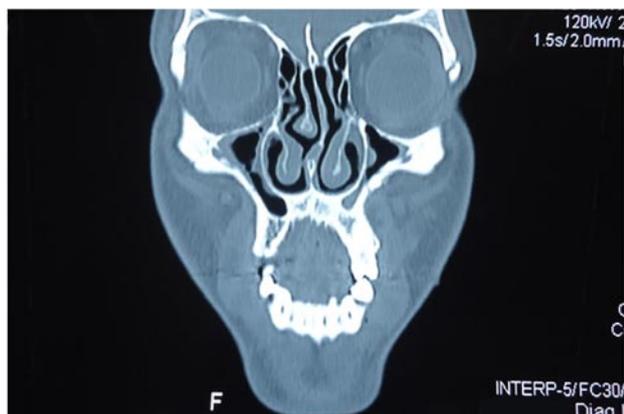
Imagem em TC sugestiva de solução de continuidade óssea em pilar zigomático-frontal e zigomático-maxilar esquerdos, corpo de zigoma direito assim como hemossinus.
